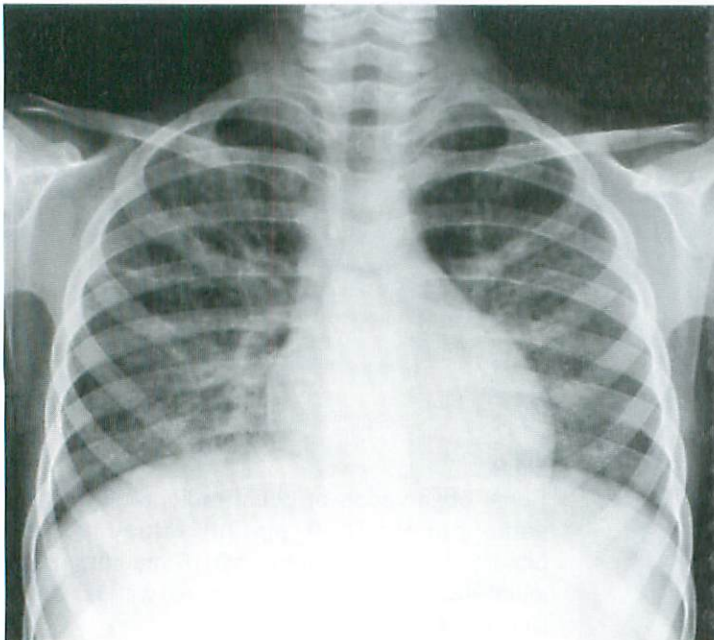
Chest radiograph of an 8-year-old girl suffering from systemic lupus erythematosus for 5 years. Bilateral diffuse reticular infiltration and an attenuation of perihilar air-space consolidation are shown in association with a slightly elevated diaphragm.
